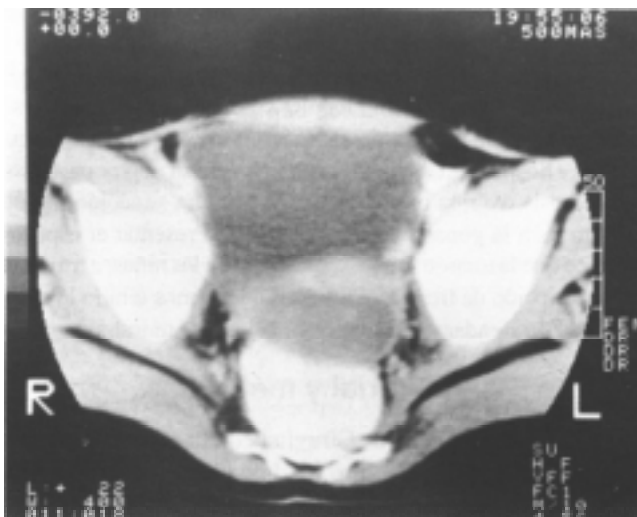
Tomografía computada de la pelvis (con contraste en el interior del recto) del caso 2. Inmediatamente por detrás de la vejiga urinaria, y ligeramente al lado izquierdo, puede verse el útero. Entre éste y el recto se identifica una masa ovoidea hipodensa, que corresponde al ovario necrótico.
